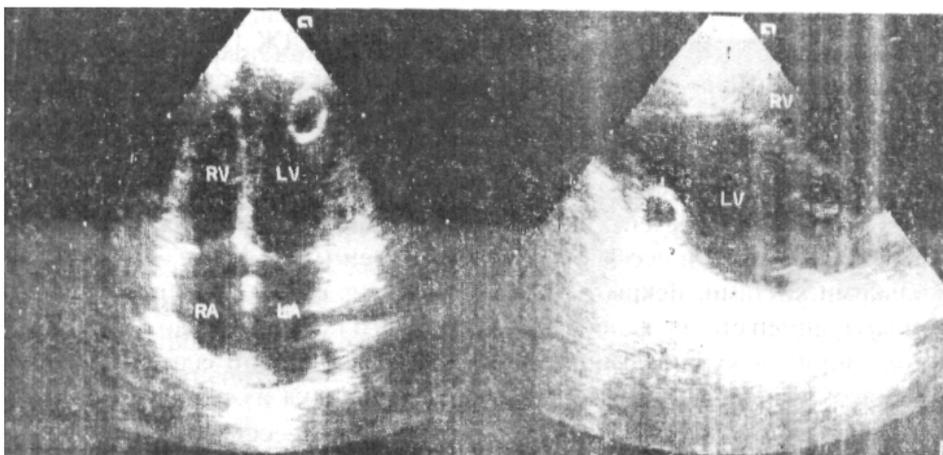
Эхо КТ эхинококковой кисты миокарда левого желудочка.
